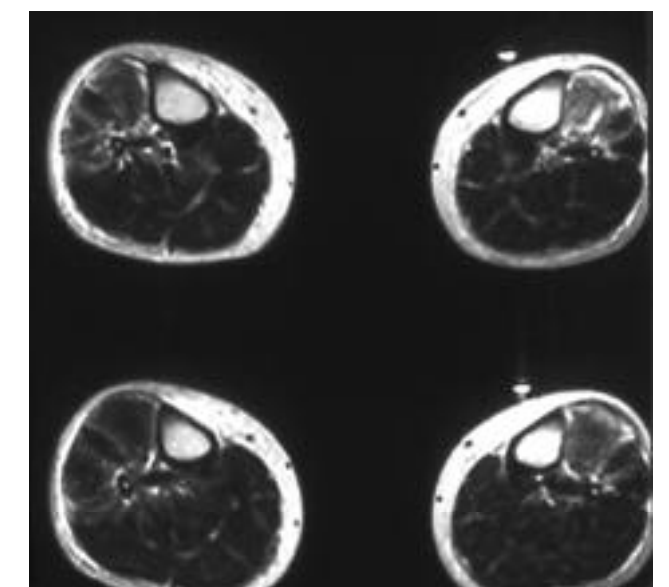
Tomografías axiales en secuencias T2. Afectación difusa de la musculatura del compartimento anterior de ambas piernas en paciente diagnosticado de polimiositis. La presencia de hiperintensidad en secuencias T2 es común en pacientes con miositis infecciosa, miositis inflamatoria, rabdomiolisis, denervación muscular o lesión relacionada con el ejercicio.
